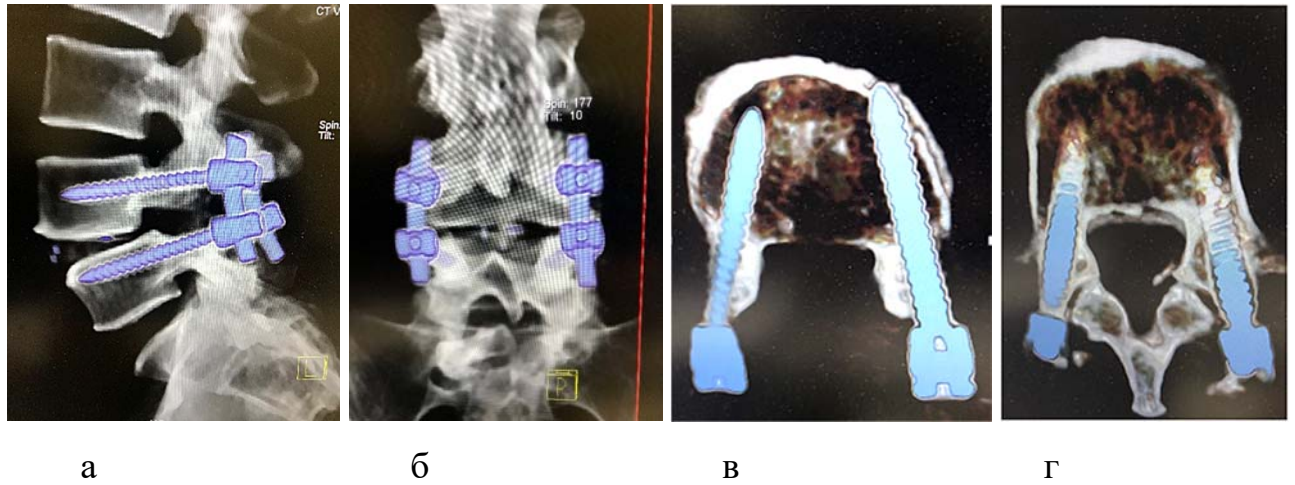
Интраоперационный КТ-контроль с 3D-реконструкцией правильности установки межтелового импланта и транспедикулярных винтов: а – сагиттальная проекция; б – фронтальная проекция; в, г – аксиальная проекция транспедикулярных винтов в телах L4 и L5 позвонков
